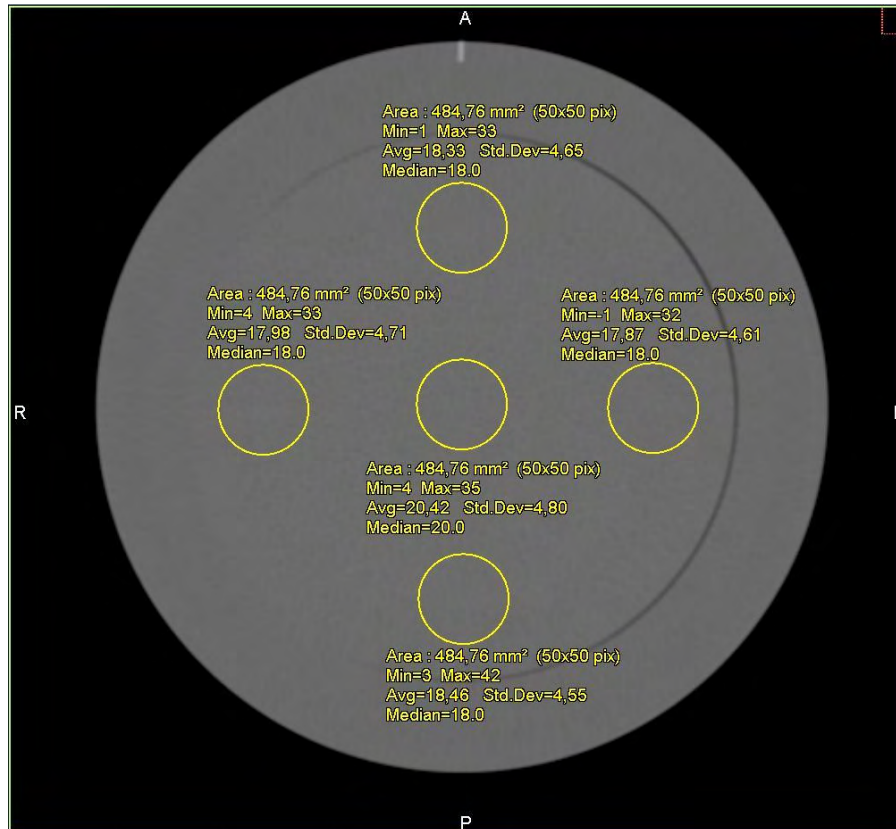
Teste de uniformidade de número CT realizado no dispositivo de teste.
